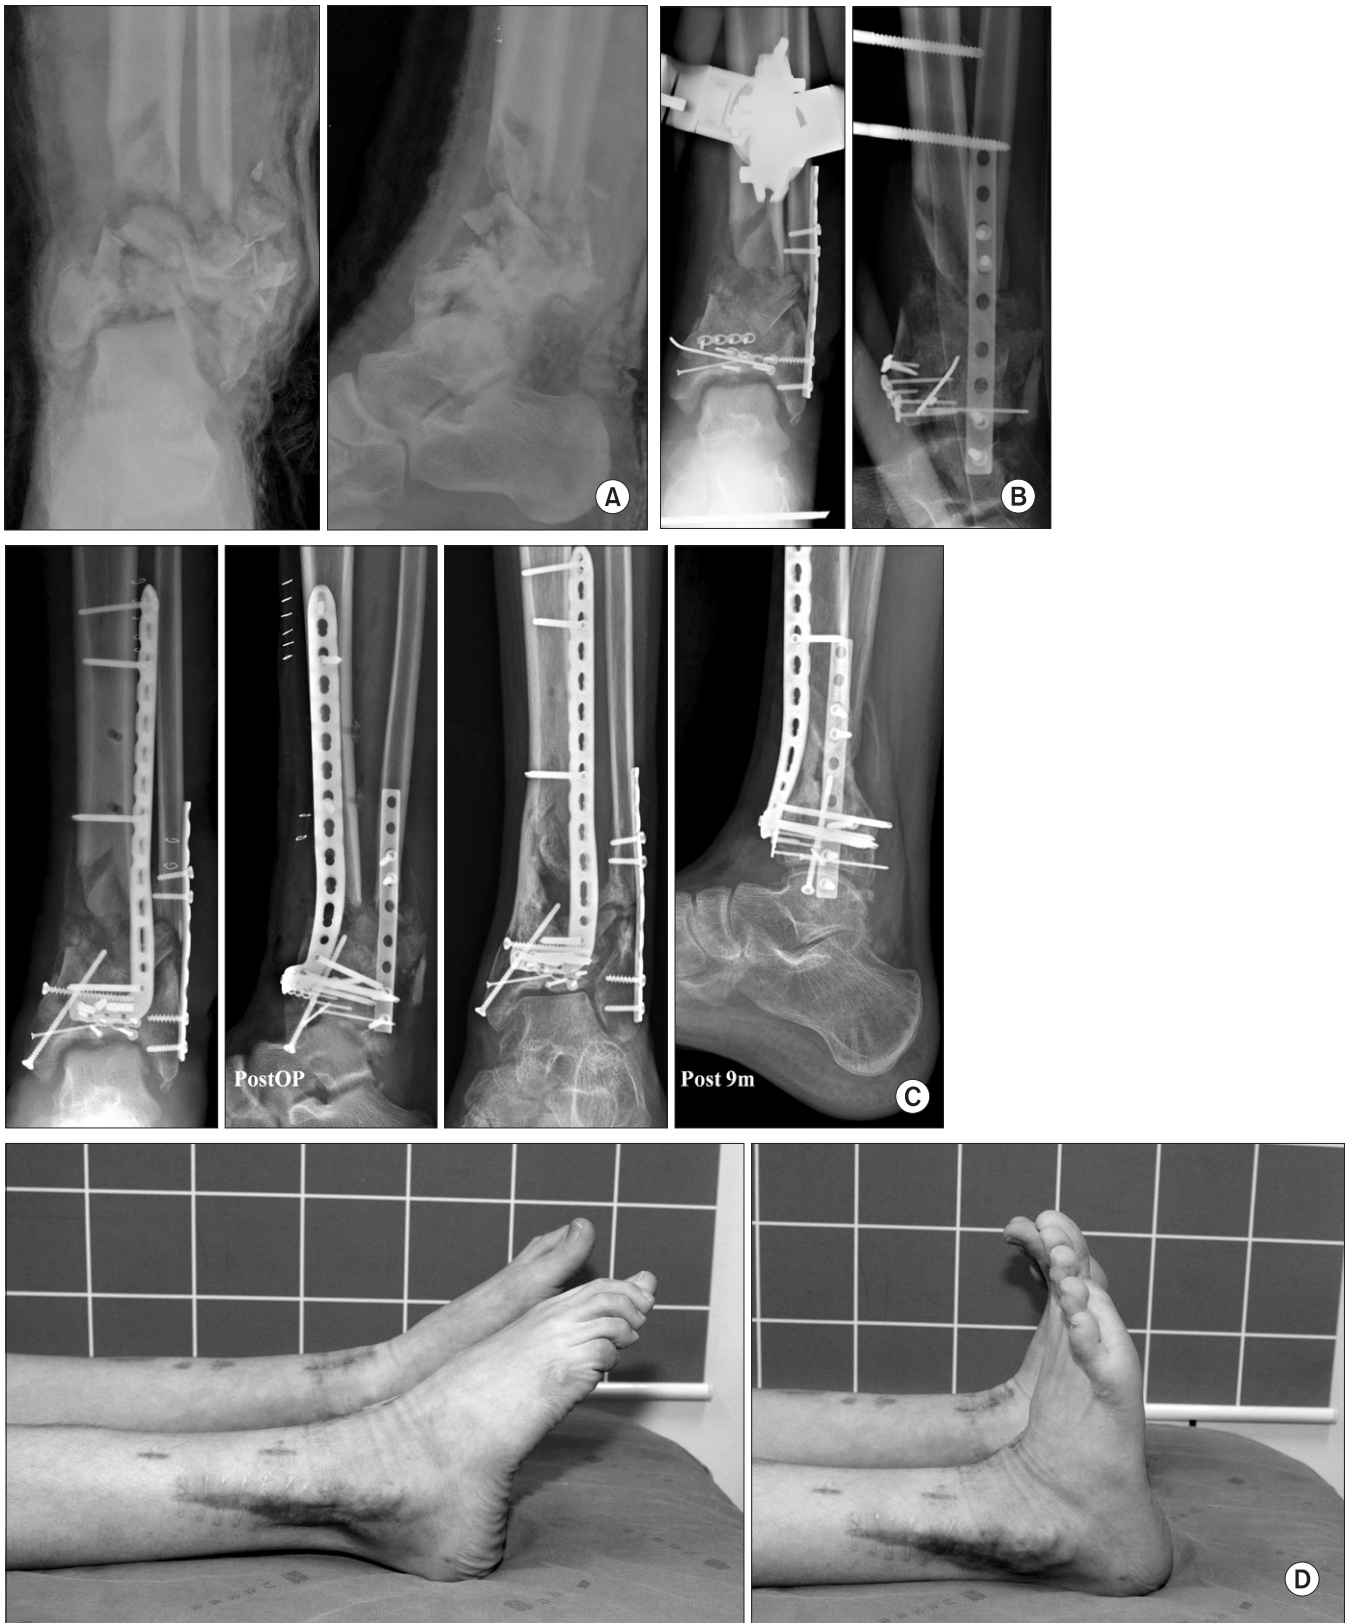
An active 16-year-old man fell down 15 m from a tree. (A) Initial radiographs showed the severely comminuted fracture of the distal tibia and fibula (Pilon fracture). (B) He was treated primarily with spanning external fixator and fibular fixation. The articular surface was repaired with the 2.0 mm implant. (C) After the resolution of edema, the fracture was managed with minimally invasive plate osteosynthesis (ALDTP[®]) through anterior approach. (D) He had good clinical outcomes.
